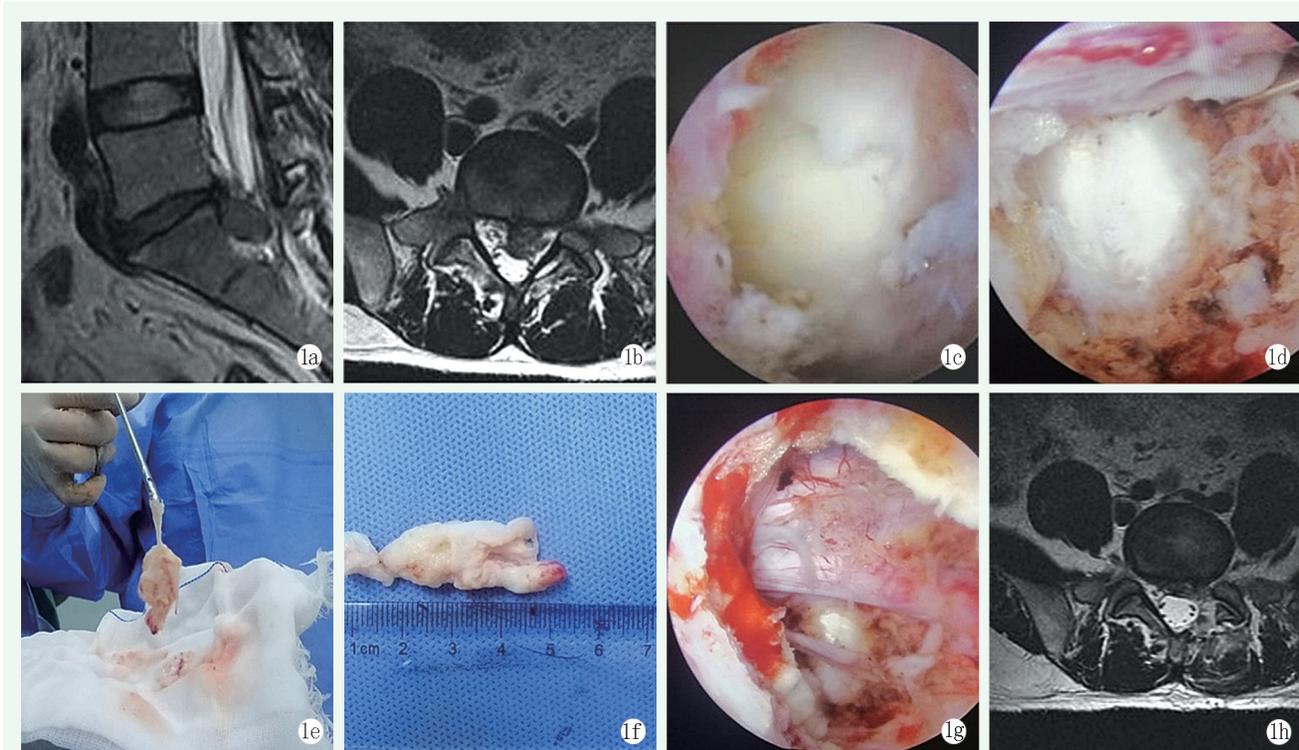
患者,男,42岁,L₅S₁巨大椎间盘突出症 1a, 1b: 术前MRI示巨大髓核脱出 1c: 显露椎板间黄韧带 1d: 显露神经根及突出髓核 1e, 1f: 摘除整块髓核 1g: 纤维环修复后神经根松弛 1h: 术后MRI示巨大髓核已完整取出
